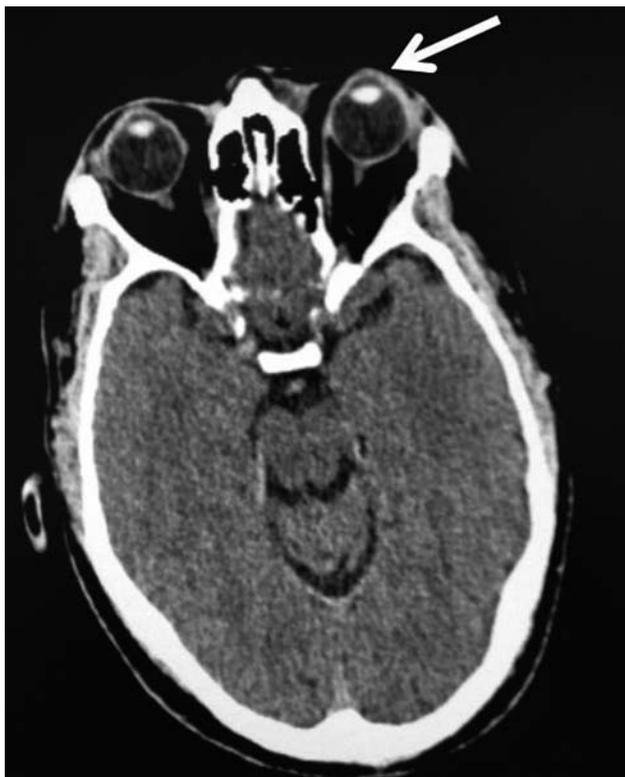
TAC de cráneo que muestra la invasión tumoral.
